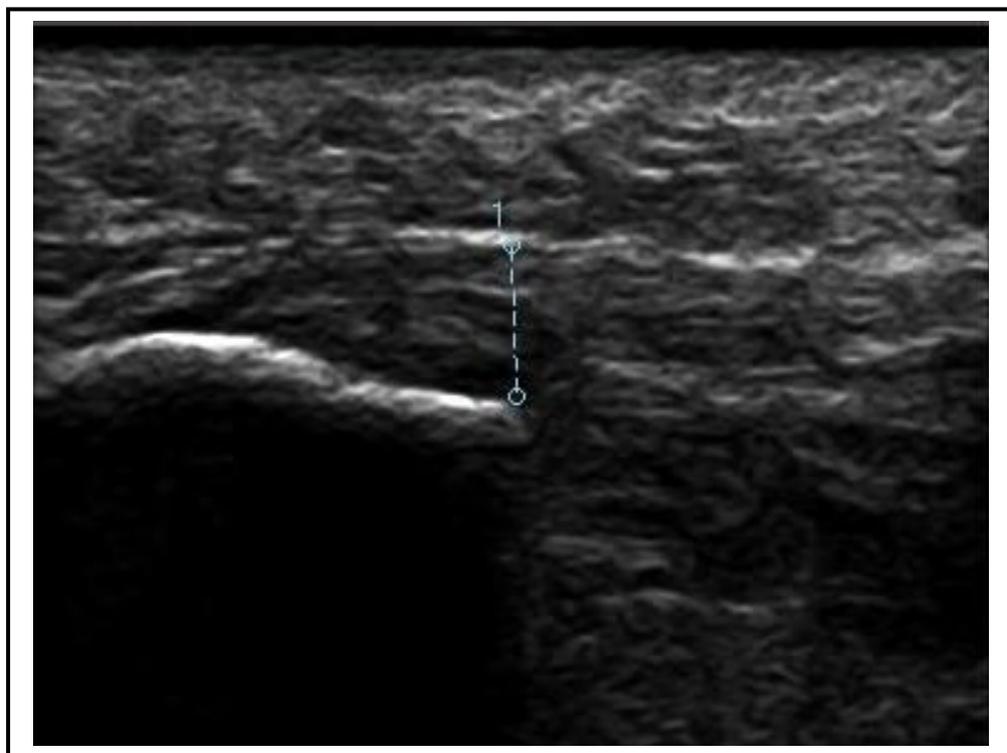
Ecografía de una fascia sintomática, con un grosor de 6,1 milímetros.
